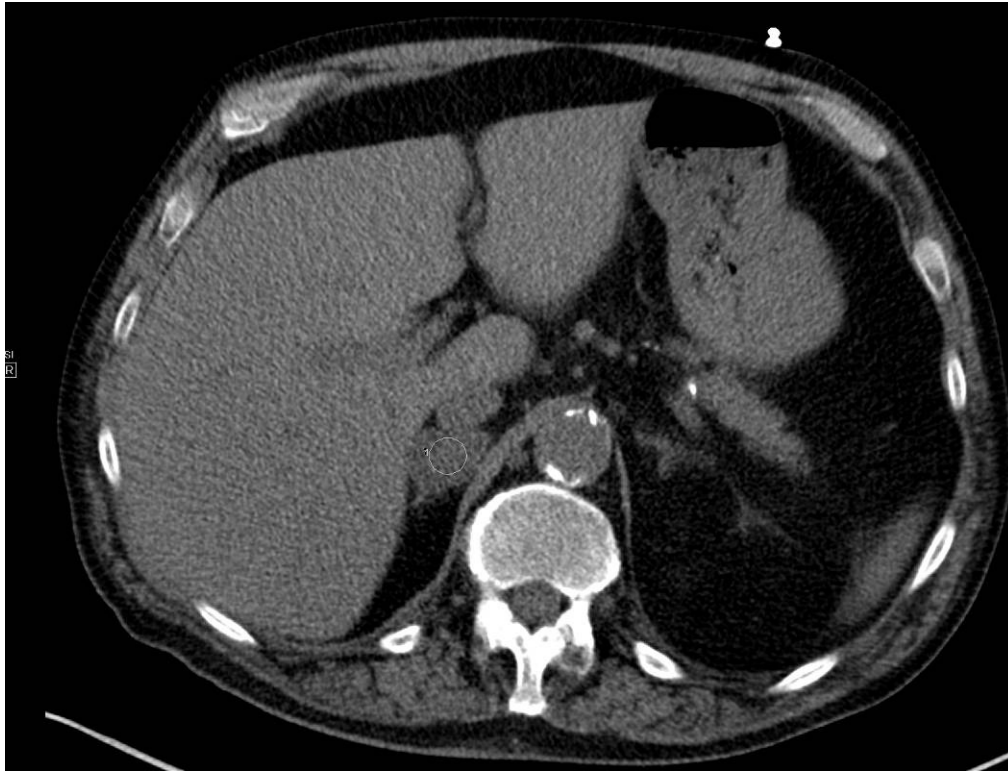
Fall 2 - Benigne Nebennieren-Raumforderung rechts in der CT nativ (HU um 9)
